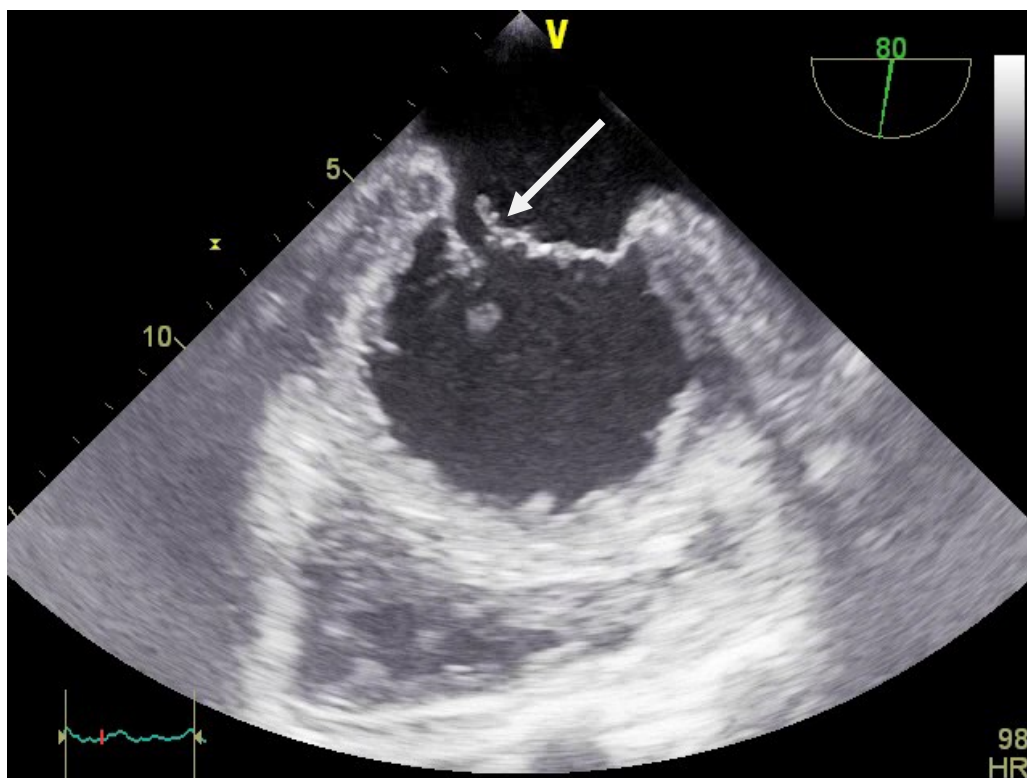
Отрыв хорд сегмента A2 передней створки. Чреспищеводная эхокардиография
